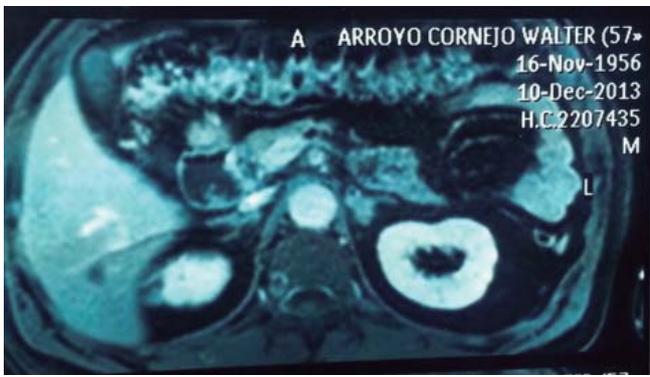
Colangio Pancreato RM, evidencia dilatación quística de cola pancreática, multiloculada; aumento focal de brazo posterior de adrenal izquierda con nódulo hipointenso.
